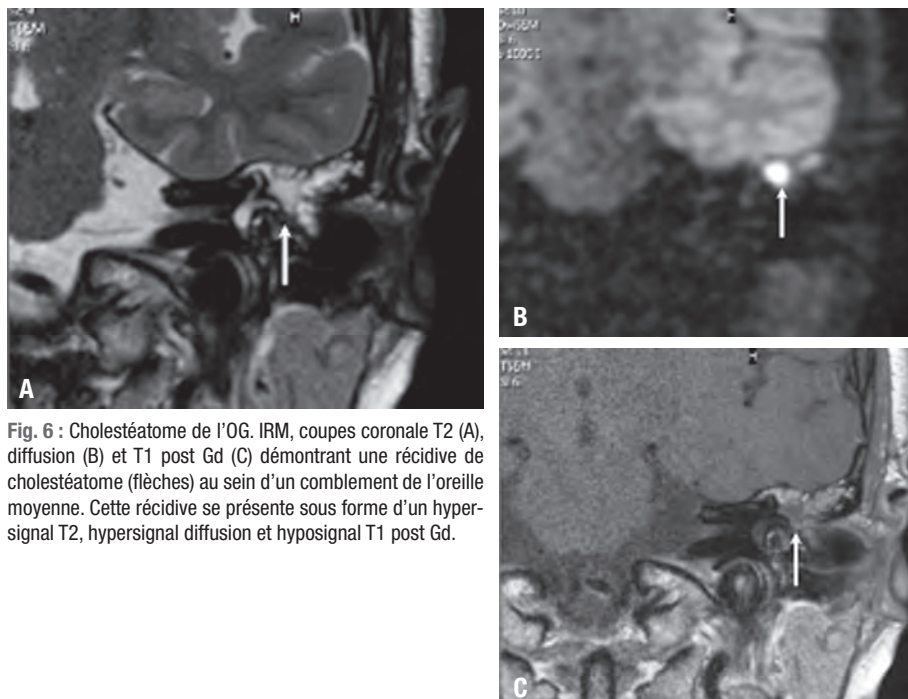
Cholestéatome de l'OG. IRM, coupes coronale T2 (A), diffusion (B) et T1 post Gd (C) démontrant une récurrence de cholestéatome (flèches) au sein d'un comblement de l'oreille moyenne. Cette récurrence se présente sous forme d'un hypersignal T2, hypersignal diffusion et hyposignal T1 post Gd.
